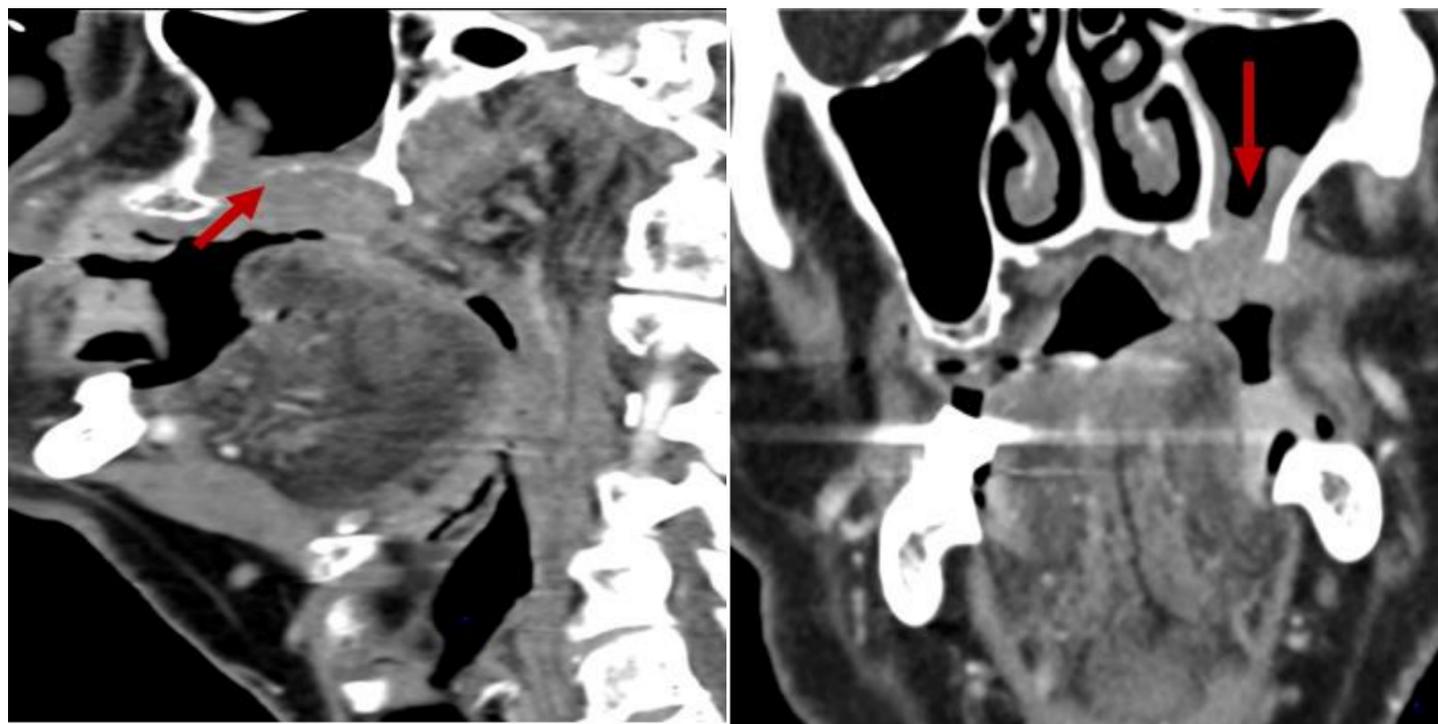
TAC sagital y coronal con contraste .Destrucción ósea de la porción alveolar del paladar duro. Carcinoma de células escamosas infiltrante, moderadamente diferenciado. Estadio T2
